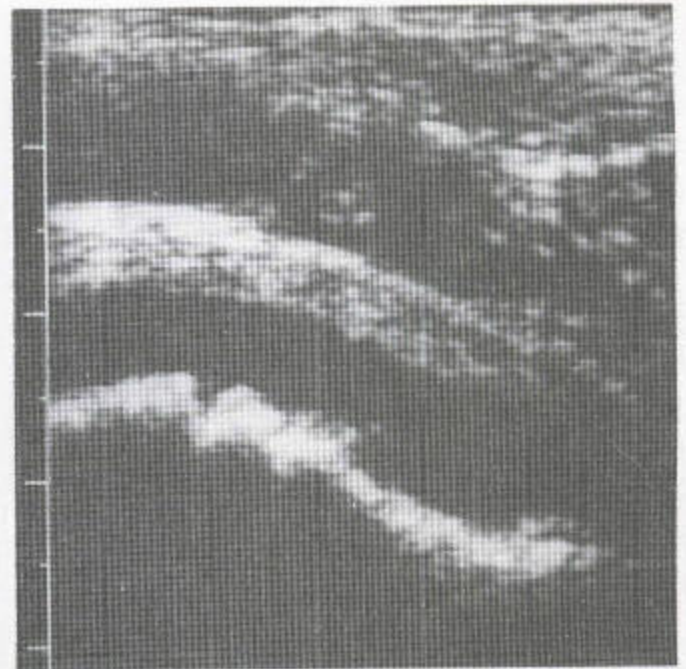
超声波检查显示大量液体使股骨头和股骨颈上方的关节囊撑起（股骨颈上方正常的骨-关节距离小于 2mm）。长骨体生长部显示闭合。
